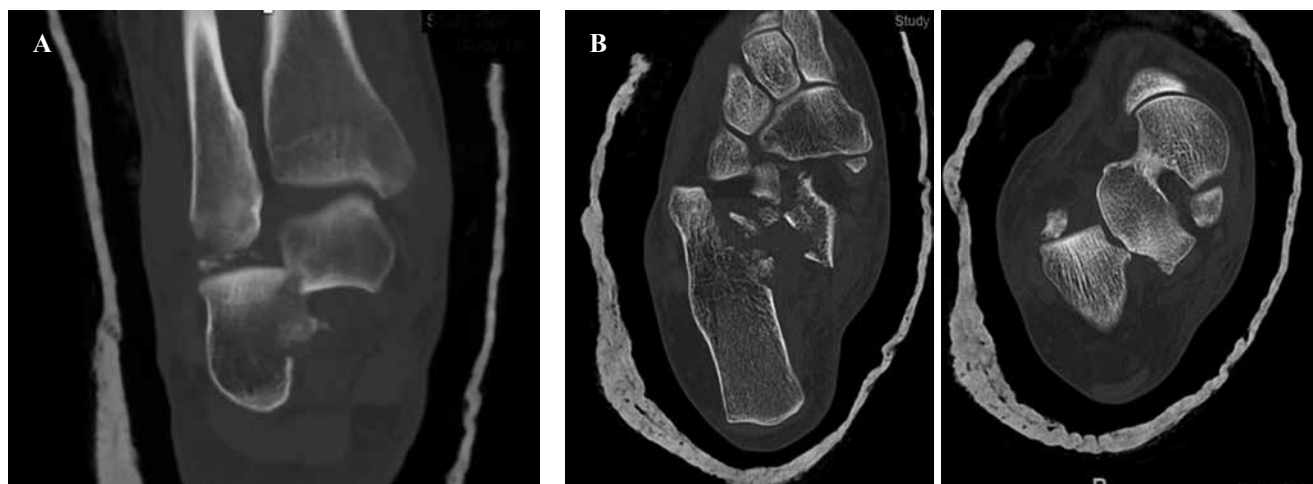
Corte coronal (A) y axial (B) de la tomografía axial computarizada. Luxación lateral subastragalina junto a fractura del sustentaculum tali.
